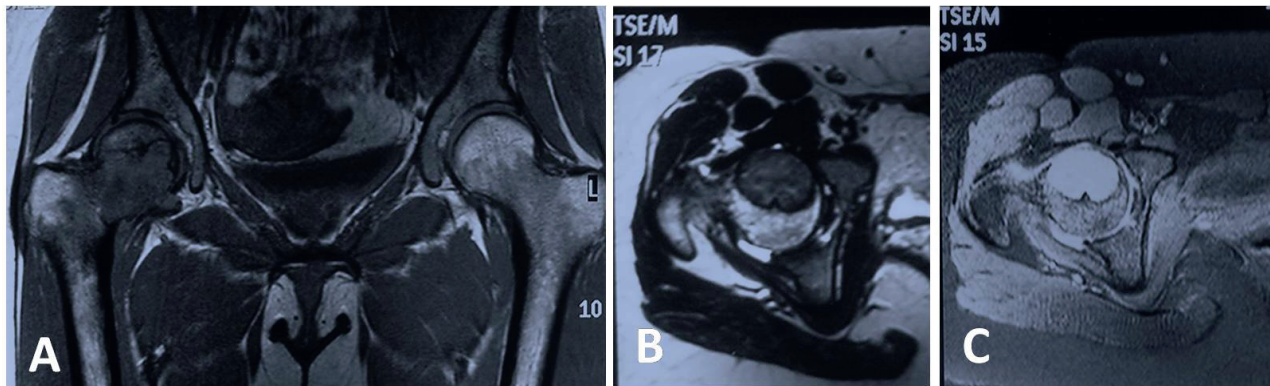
Aspect d'une TCG de l'extrémité supérieure du fémur droit à l'IRM : A : iso ou hyposignal sur coupe frontale T1. B : Aspect hétérogène iso et hyposignal (hémosidérine) sur coupe coronale T2. C : Rehaussement important du signal sur coupe coronale T1 après injection (portions tissulaires).
